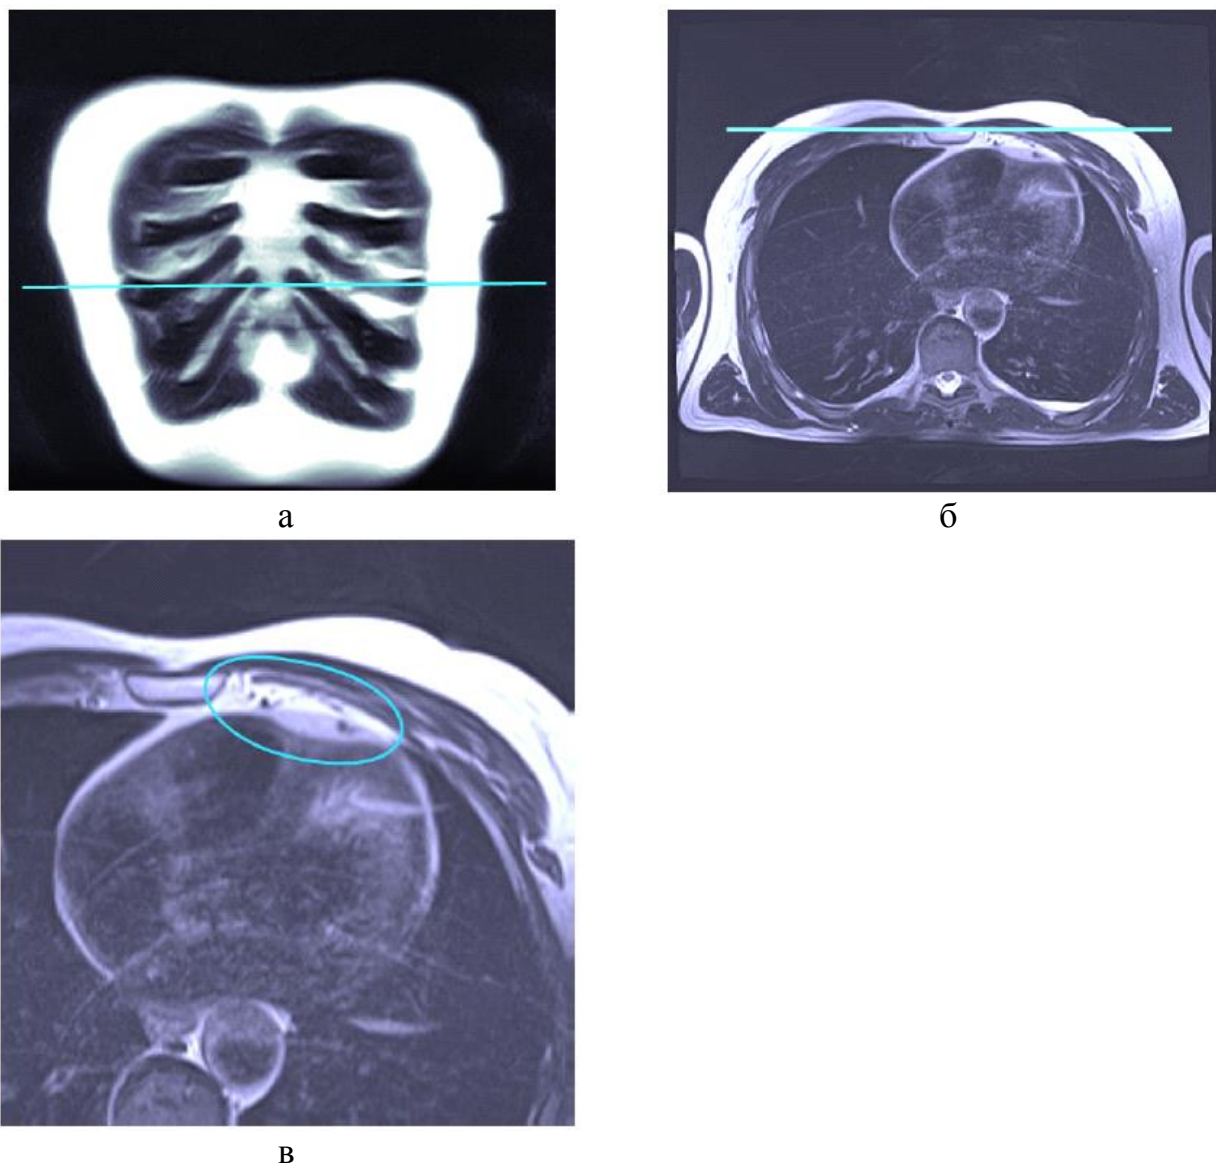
МР-томографическая визуализация костных и артериальных структур передней грудной стенки в T2-взвешенном спин-эхо режиме с синхронизацией по дыханию: а – фронтальный срез по ходу межреберий и ребер; б – аксиальный срез на уровне 4 межреберья; в – увеличенный фрагмент среза б, в области грудины и передней поверхности сердца. Прямыми линиями указаны взаиморасположения плоскостей срезов – аксиального относительно фронтального и наоборот (а и б). На увеличенном аксиальном срезе в – визуализируется взаиморасположение левой внутренней грудной (ближе к грудины) и передней нисходящей коронарной (по межжелудочковой борозде по передней поверхности межжелудочковой перегородки) артерий
